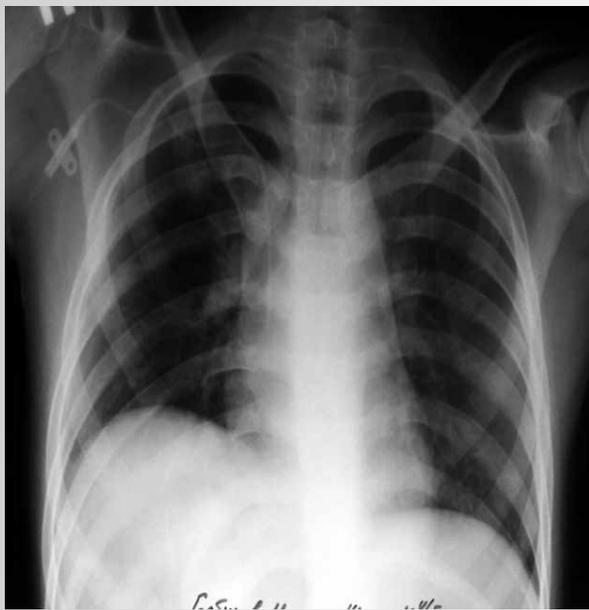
Рентгенограмма органов грудной клетки (44-е сутки от начала заболевания) – резидуальные явления фибринооторакса в правой плевральной полости
